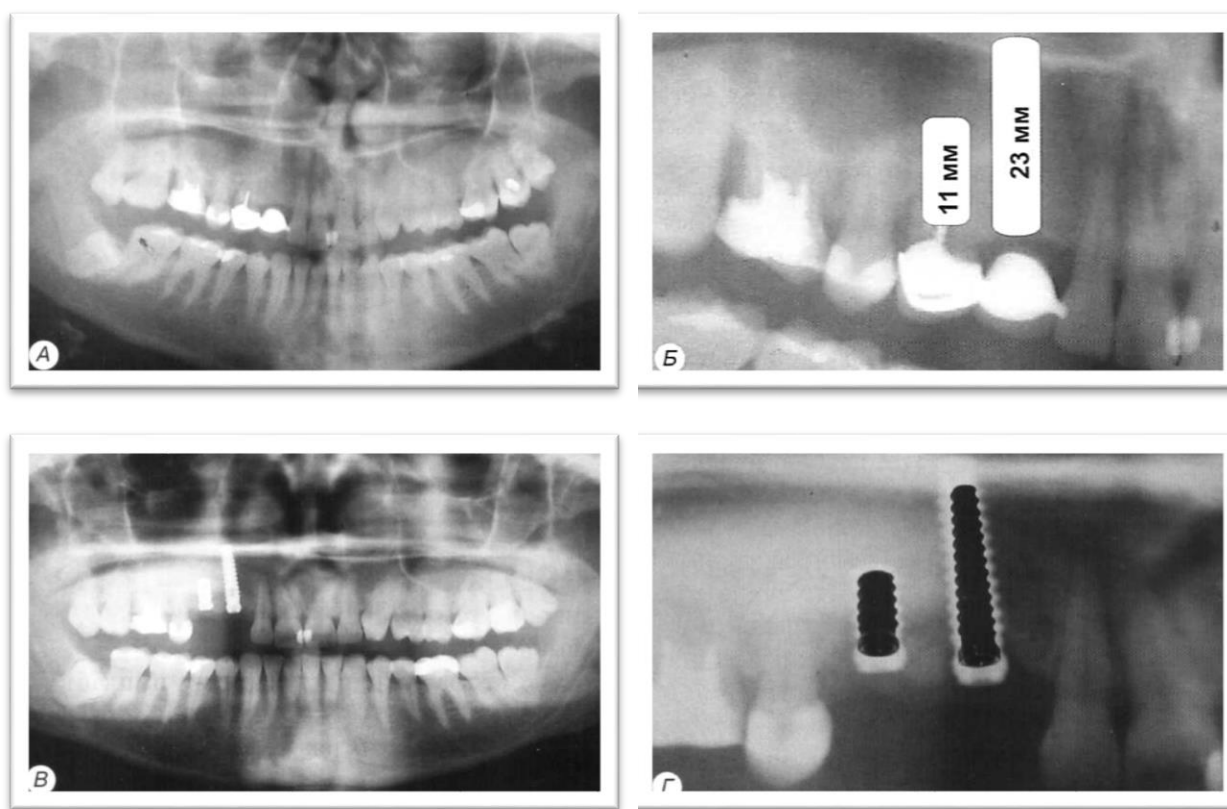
Пример расчета размеров имплантатов по ортопантомограмме с учетом искажения реальной высоты костной ткани:
